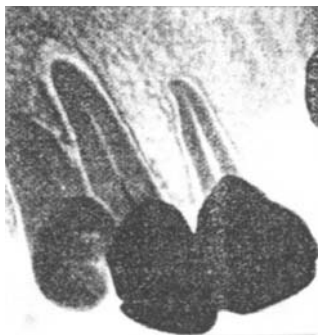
Внутриротовая рентгенограмма 13, 12. Фиброзный периодонтит 13. Вокруг корня 12 периодонтальная щель неравномерно расширена. Компактная пластинка неодинаковой ширины в разных участках за счет склероза.
